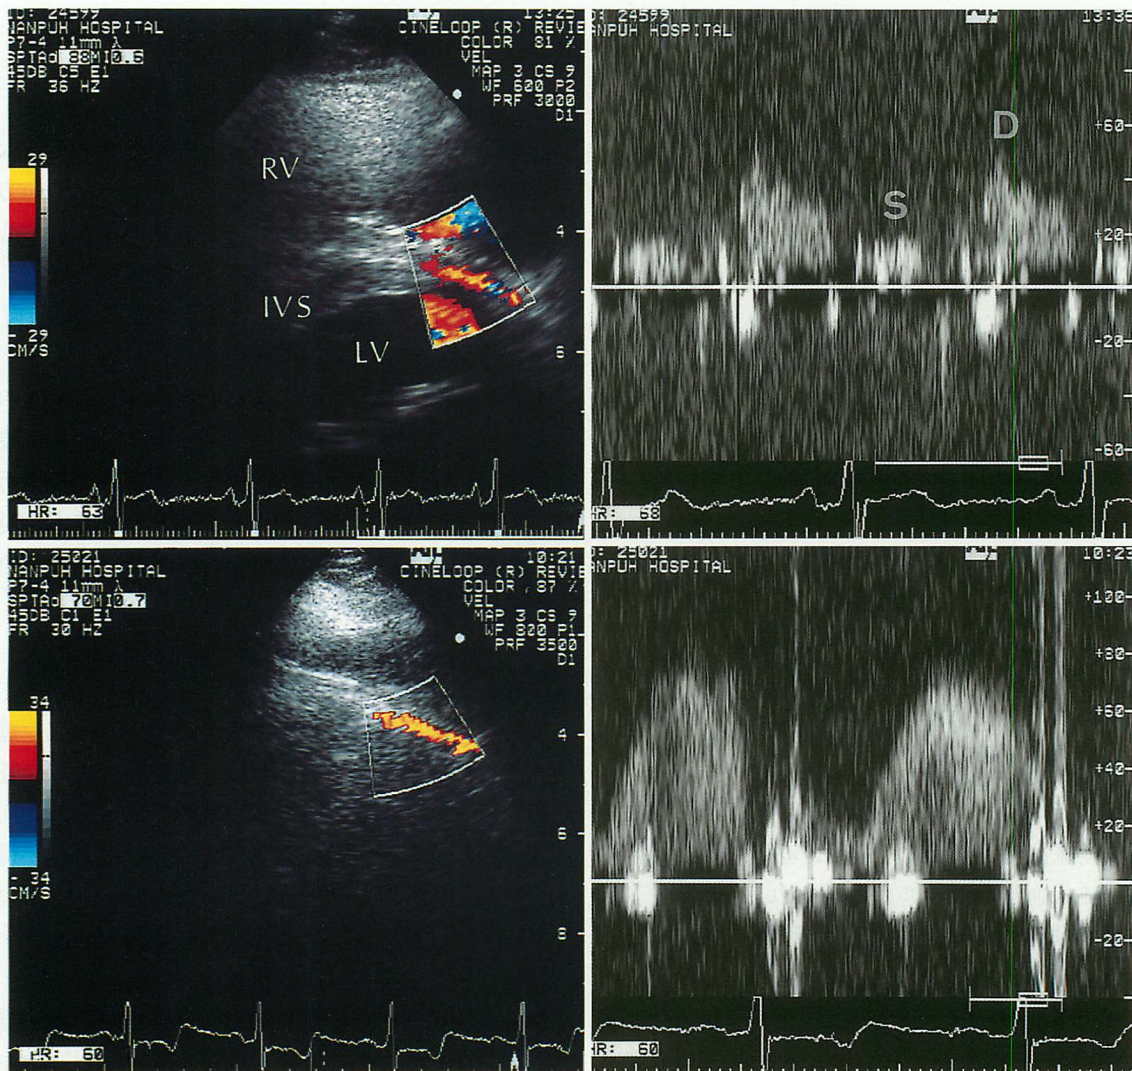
Color and pulsed Doppler flow signals at the interventricular septum obtained from a normal subject (*upper row*) and a patient with hypertrophic cardiomyopathy (*lower row*)
